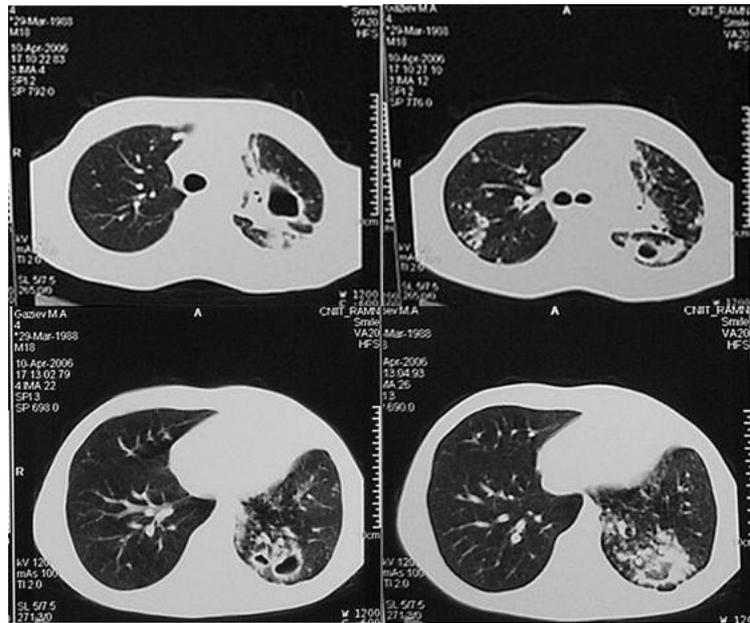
Компьютерная томография больного Г. Множественные каверны правого легкого с выраженной перифокальной инфильтрацией
